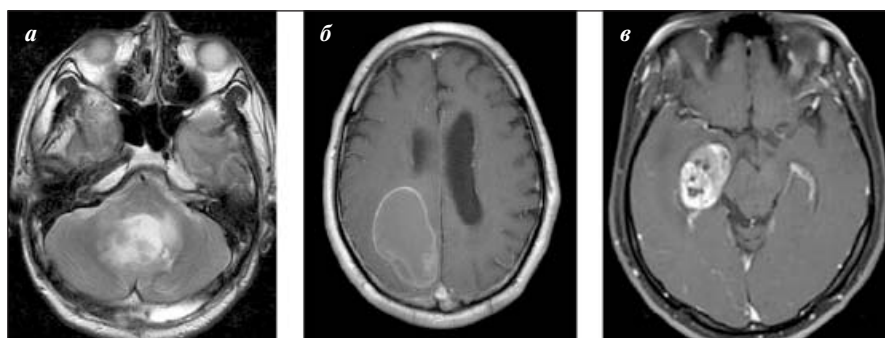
МРТ (T1-взвешенные изображения) головного мозга, демонстрирующие характер, локализацию и размер новообразований у 3 пациентов: а — больная С., 63 лет, поражены червь и медиальные отделы гемисфер мозжечка (размер очага 4,26×5,3×4,4 см); б — больной Т., 57 лет, вовлечены медиальные отделы правой затылочной доли (размер очага 5,16×2,3×3,2 см); в — больной К., 54 лет, поражена правая височная доля (размер очага 3,12×4,1×3,0 см)
